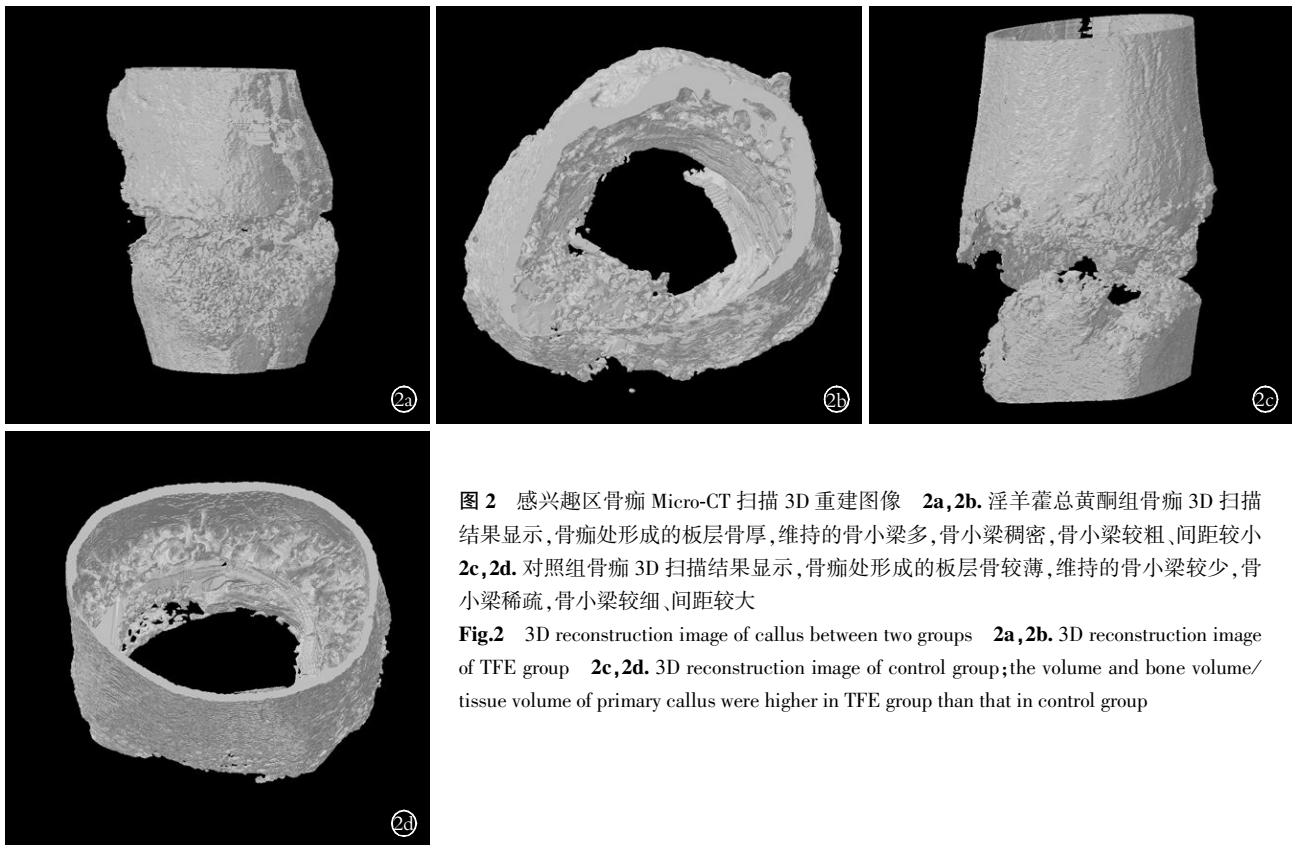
感兴趣区骨痂 Micro-CT 扫描 3D 重建图像 2a,2b. 淫羊藿总黄酮组骨痂 3D 扫描结果显示,骨痂处形成的板层骨厚,维持的骨小梁多,骨小梁稠密,骨小梁较粗、间距较小 2c,2d. 对照组骨痂 3D 扫描结果显示,骨痂处形成的板层骨较薄,维持的骨小梁较少,骨小梁稀疏,骨小梁较细、间距较大
